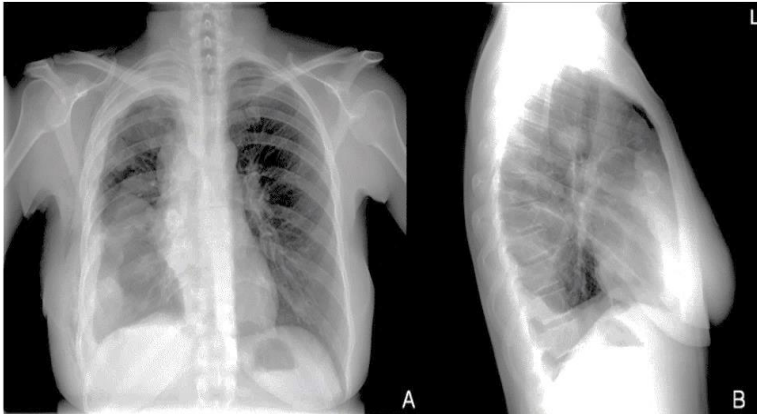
Radiografia toracică în protecție postero-laterală (A) și laterală (B), pe care se vizualizează mărirea mediastinală și hilară cu multiple radiopacități nodulare pe dreapta și revărsat pleural pe dreapta. (Picchi E. Et al. 2018 [59].
